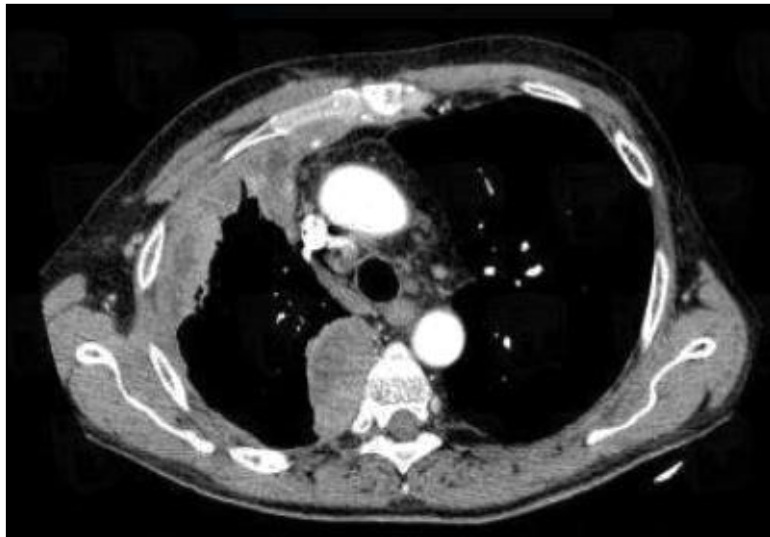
TDM thoracique d'une atteinte pleurale suspecte, montrant un épaissement pleural irrégulier supra-centimétrique des feuillets pariétal et viscéral de l'hémi-thorax droit.
